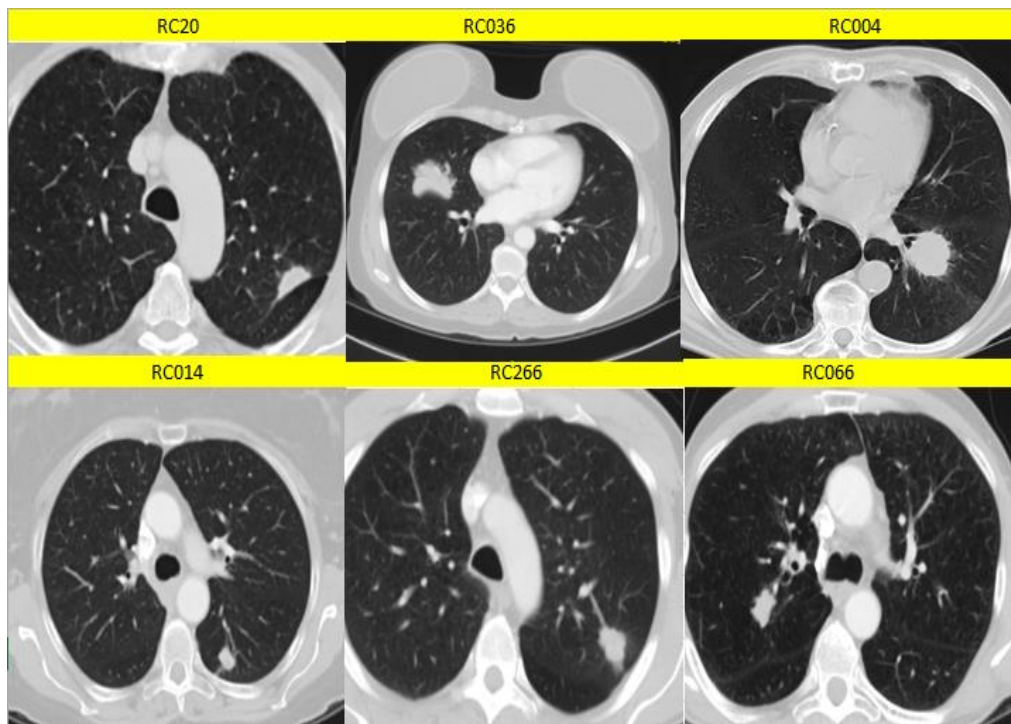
Collage de imágenes de paciente seleccionado con adenocarcinomas de la colección LUNG-CT
